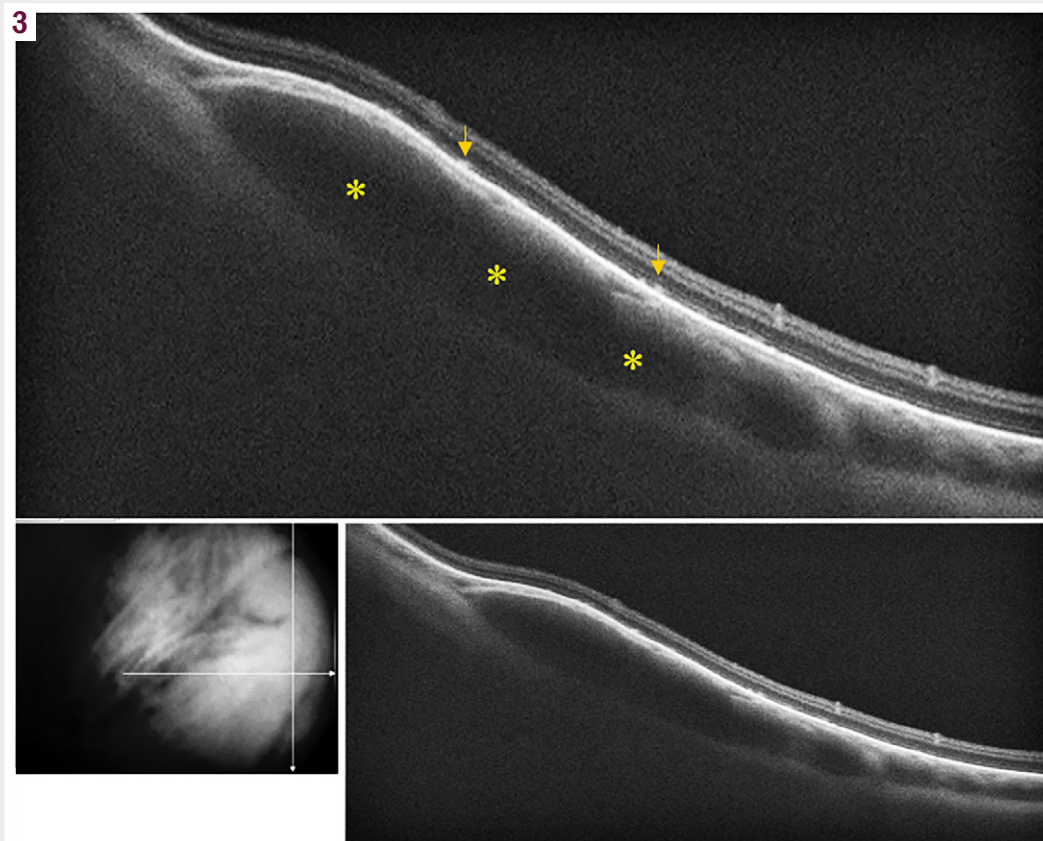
ОКТ периферичної ділянки сітківки лівого ока у верхньо-темпоральному секторі. *: розширена ампула вортикозної вени, ↓: периферичні друзи.
